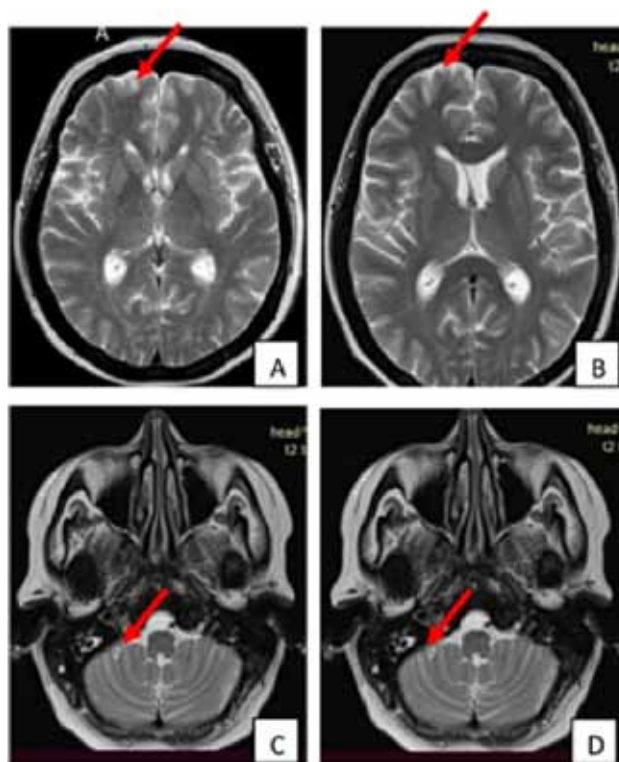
МРТ головного мозга с контрастным усилением, аксиальный срез, в динамике январь 2021 (А, С) и июнь 2021 (В, D): метастазы в головном мозге (красная стрелка), А — контрольный метастаз в левой лобной доле; В — контрольный метастаз не определяется; С, D — контрольный метастаз в правом полушарии мозжечка
